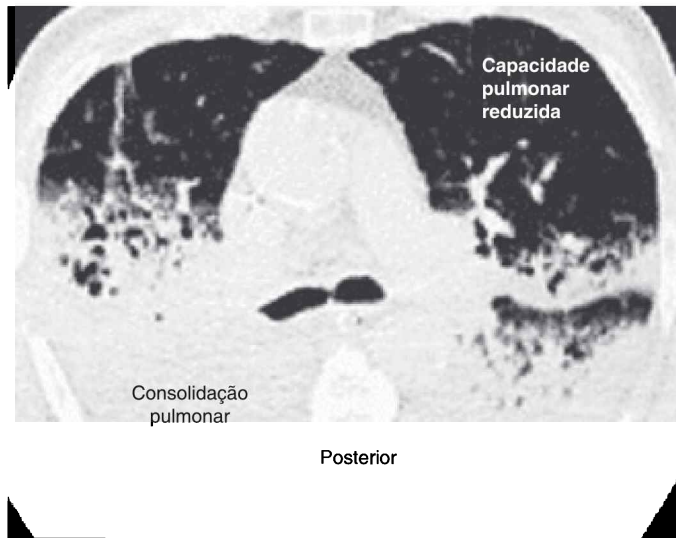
Imagens de tomografia computadorizada de cortes pulmonares na região do hilo em um paciente com SARA. A consolidação pulmonar é confinada às regiões pulmonares posteriores, que são pendentes em posição supina. O pulmão não envolvido no terço anterior do tórax representa a porção funcional do pulmão. A imagem de TC é da Referência 14 e foi digitalizada.
